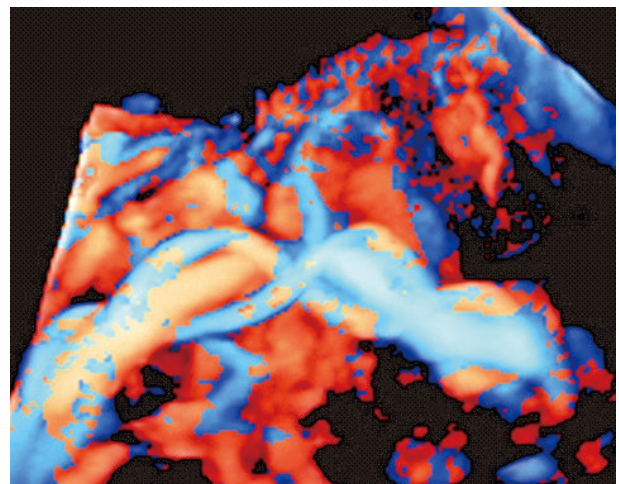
Three-dimensional high-definition flow image of true umbilical cord knot. (以上圖片翻攝自 Ultrasound Obstet Gynecol 2012; 39: p245)
